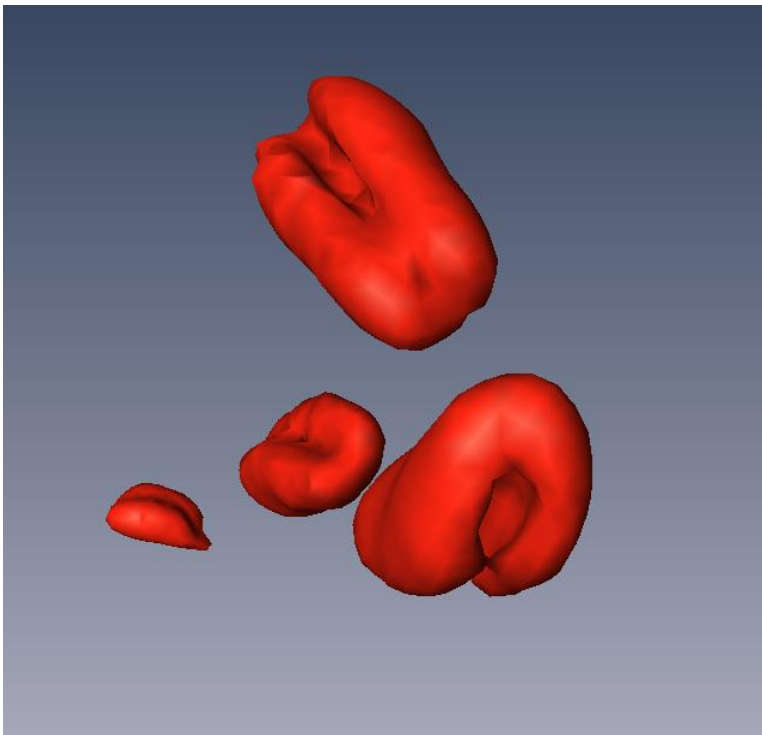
3D-Rekonstruktion der bohnenförmigen Gebilde im Abdomen basierend auf dem UTE-MRT-Datensatz
